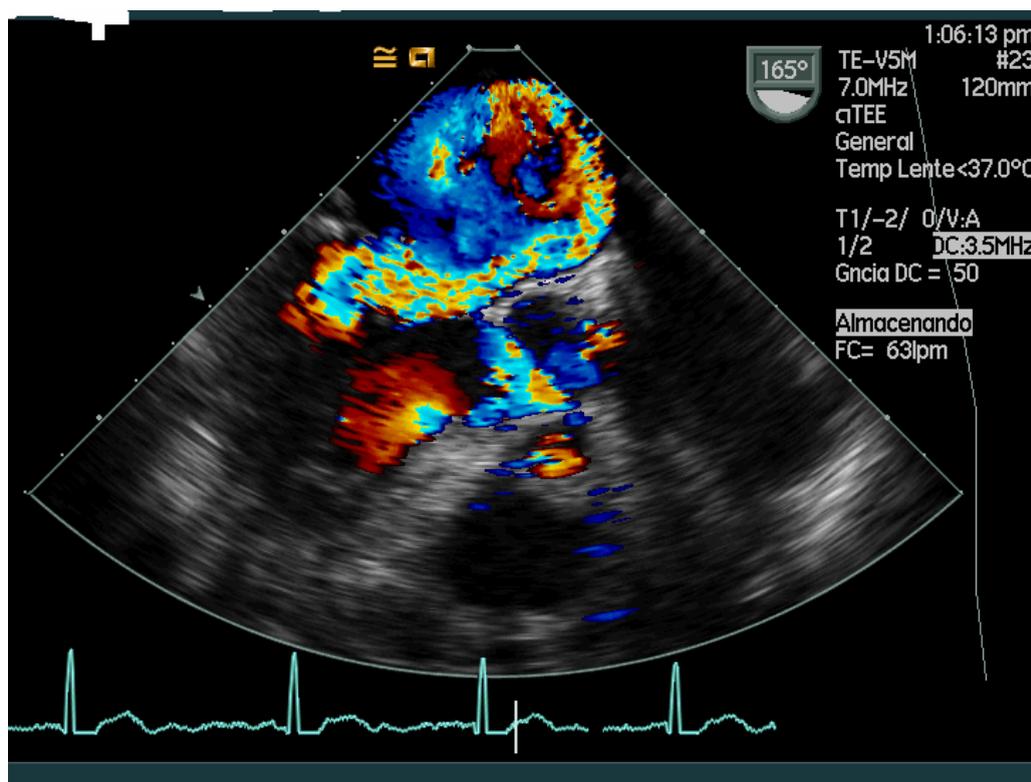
Ecocardiografía de prolapso posterior (Gentileza del Dr Ruiz Bailén. SCCU Hospital de Jaén) .
